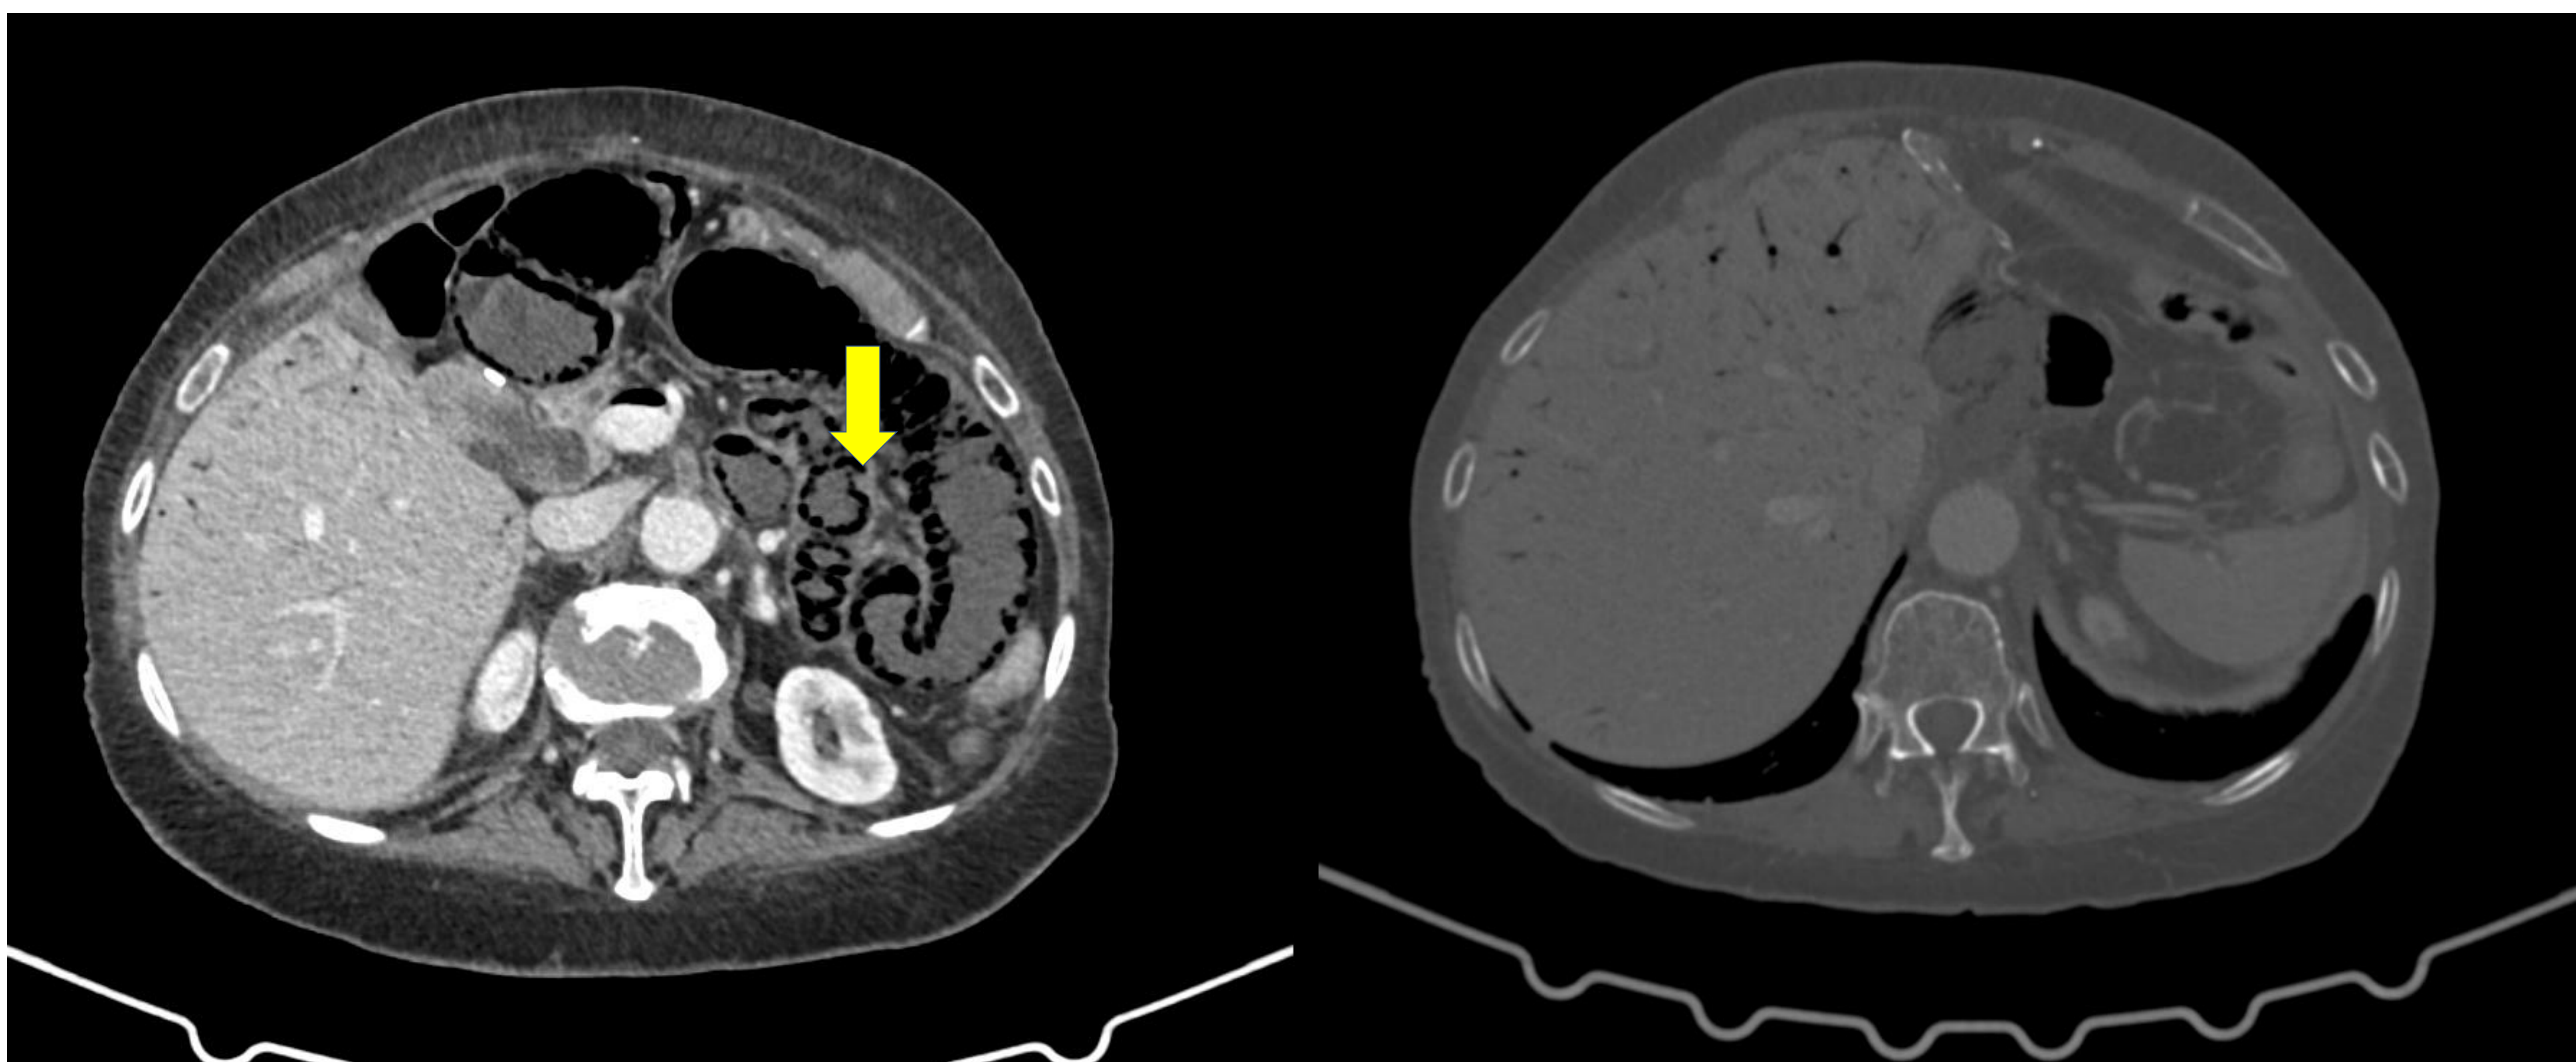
TC de abdomen en ventana de partes blandas y ventana ósea. Distensión generalizada de asas de intestino delgado, con importantes signos de neumatosis parietal intestinal y áreas de atenuación de aire tubular en el mesenterio, en paciente con isquemia mesentérica.
